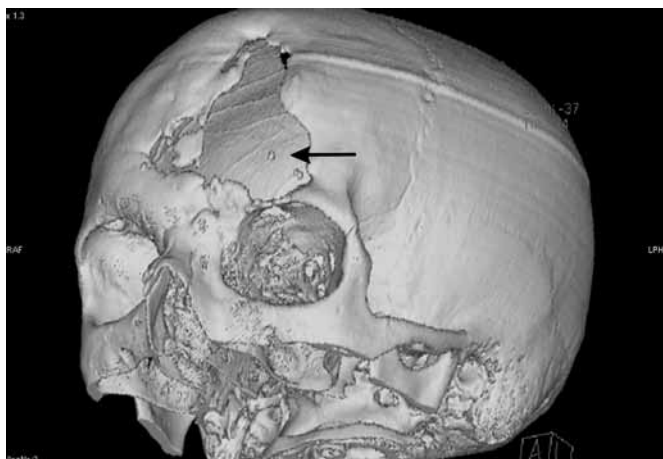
Хвора Л., 15 р. Спіральна комп'ютерна томографія з 3D-реконструкцією зовнішньої поверхні черепа. Великий фронтоорбітальний кістковий дефект (позначений стрілочкою)
